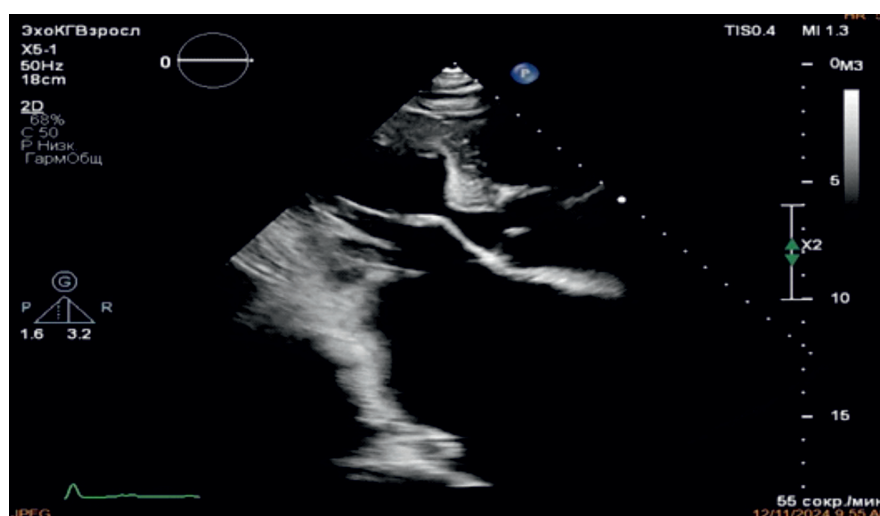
Эхокардиография пациента Б. в левой парастеральной позиции по длинной оси (через 17 месяцев после операции). Дилатация левого предсердия.
